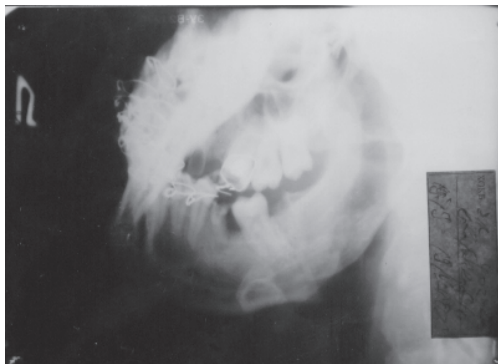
Левая боковая рентгенограмма нижней челюсти больного К. после двучелюстного шинирования
